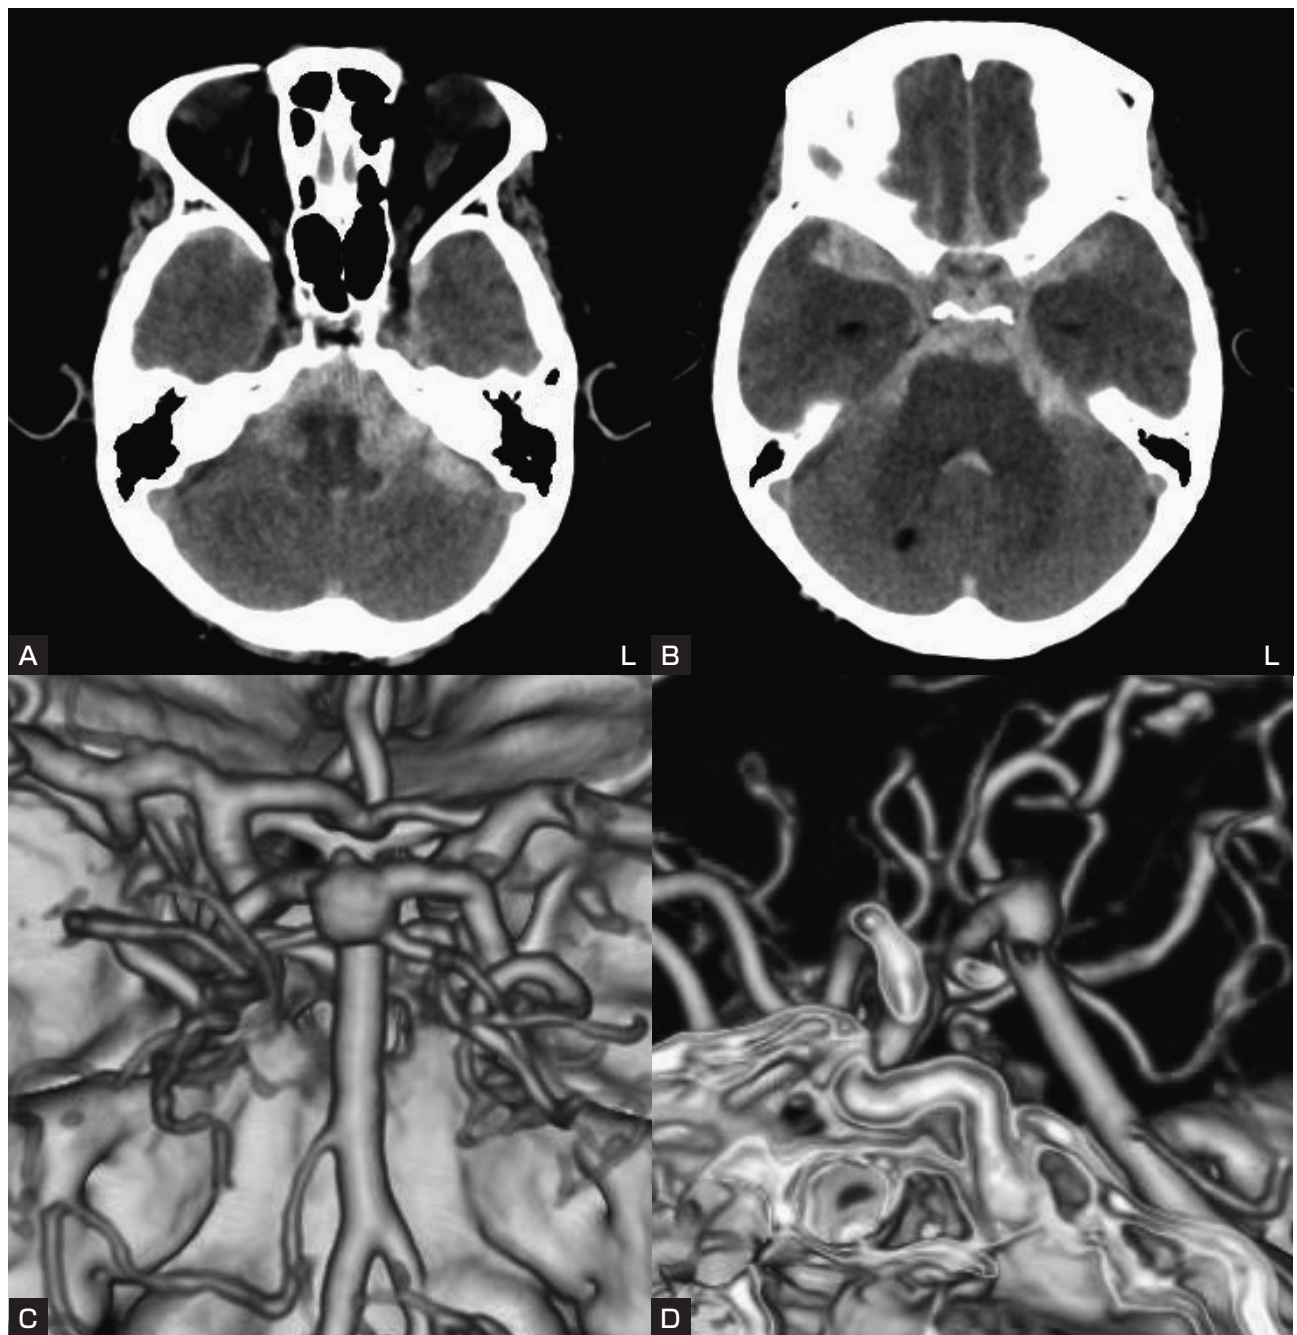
(Case 2) Plain CT and CT angiography on admission.
